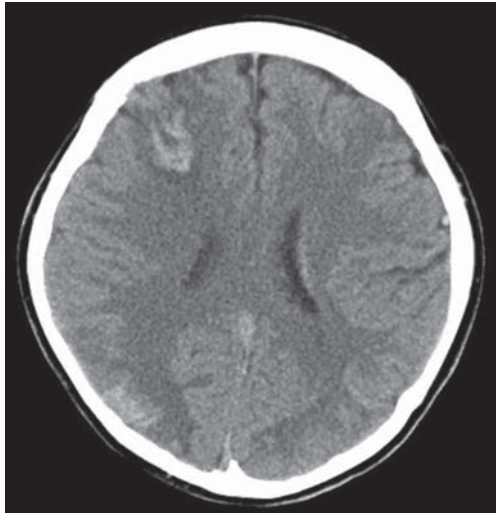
Brain CT 10days after the accident shows suspected hemorrhagic infarction
